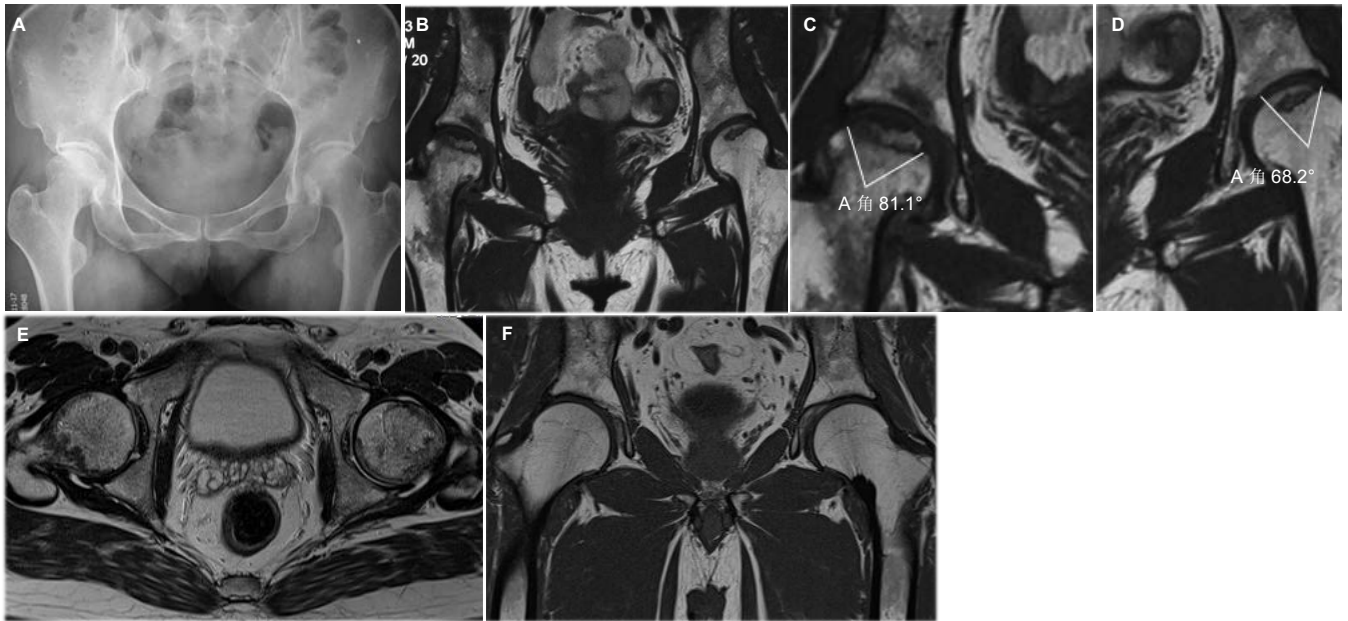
女性42岁股骨头缺血性坏死患者行髓芯减压治疗前后骨盆X射线片及MRI观察
